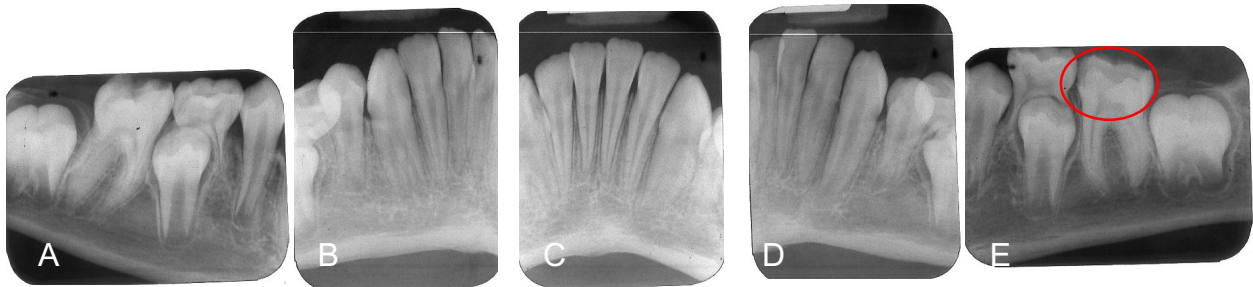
Radiografías retroalveolares periapicales mandibulares del probando F10-4. En E se observa principal alteración en la radiopacidad detectada en las radiografías mandibulares.
